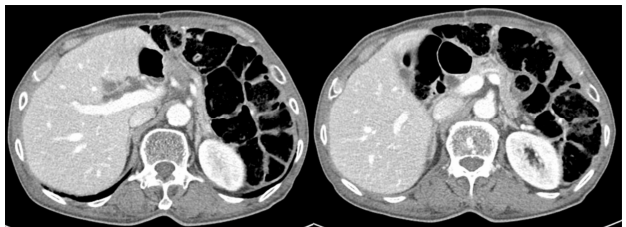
Follow-up CT findings. Markedly improved state or near complete resolution.
